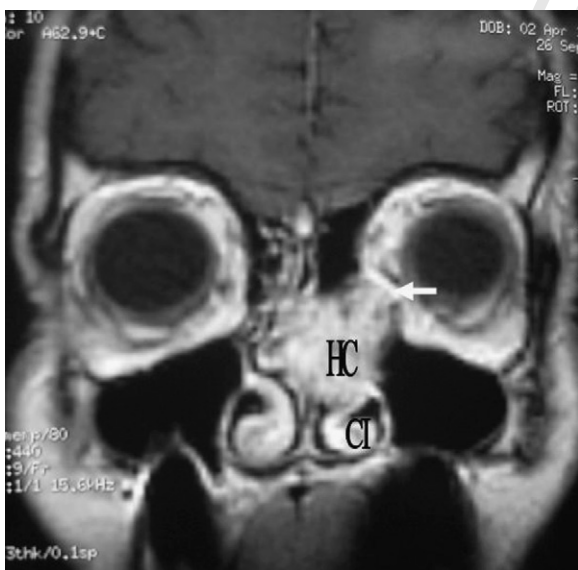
IRM du massif facial, T1 avec injection de gadolinium. Coupe coronale passant par les orbites. Masse gauche de 25 mm de diamètre se rehaussant de manière intense après injection. À noter l'amincissement « scapolling » de la paroi interne de l'orbite gauche (flèche blanche). HC : hémangiome caverneux ; CI : cornet inférieur.
